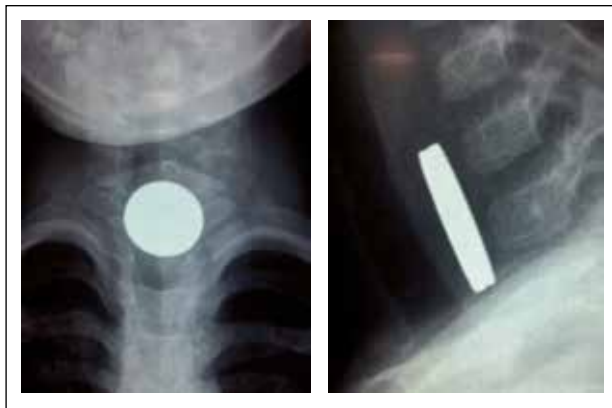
Se observa en la radiografía anteroposterior (a) en el tercio superior del tórax un cuerpo extraño radiopaco, redondeado y de bordes uniformes, compatible con una moneda. En la incidencia lateral (b) se observa que el cuerpo extraño tiene un grosor inusual para una moneda, e incluso impresiona tener un doble contorno.
